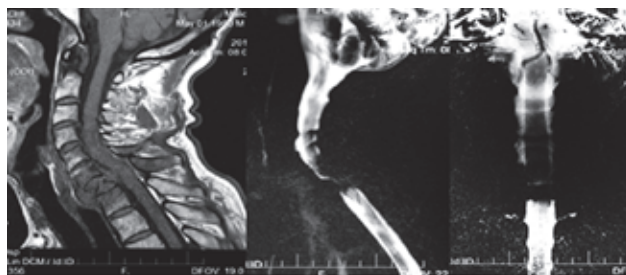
МРТ шейного отдела позвоночника в сагиттальных и фронтальной плоскостях у больного с метастатическим компрессионным переломом тела C7 (T1ВИ и 2D миелография) демонстрируют IV степень ВМК в виде полной компрессии канала
